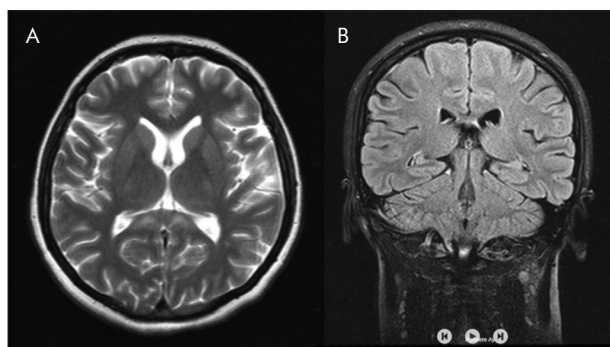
A. Dramatic improvement in lesions of corpus callosum in T2 MRI. B. Normal FLAIR MRI
